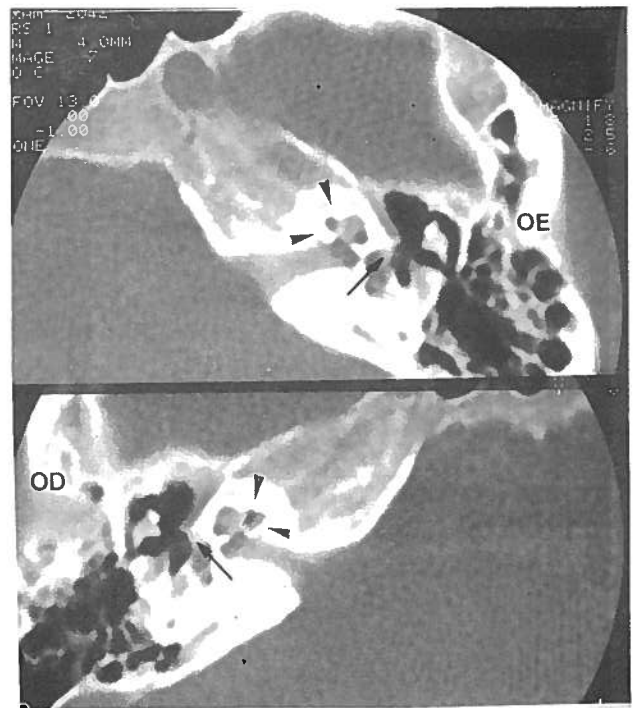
Caso nº 2 (F., 18 anos; hipocusia mista com predomínio da transmissão - audiometria de tipo II). TC no plano axial: OD e OE. Otosclerose coclear multifocal, difusa, sem contacto endosteal (pontas de seta). Otosclerose fenestral obliterativa (de predomínio em OE) com espessamento das platinas (setas) - forma crural anterior.
